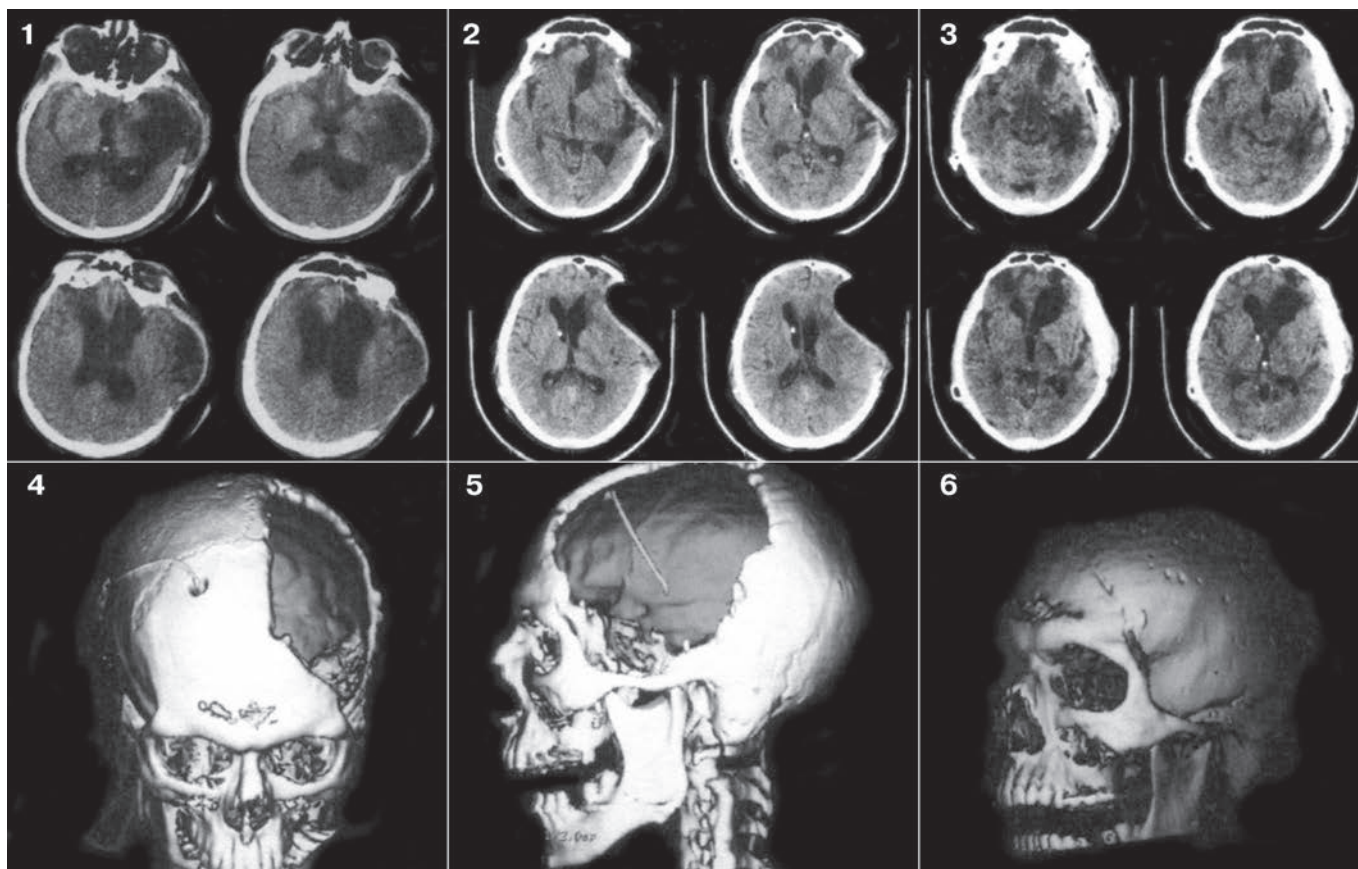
КТ больного с посттравматической гидроцефалией (1 — выраженное расширение желудочковой системы, отсутствие субарахноидальных щелей по конвексу, перивентрикулярный отек с преимущественной локализацией в области передних рогов боковых желудочков, посттравматическое менингоэнцефалоцеле); 2, 4, 5 — КТ, 3D КТ после проведения шунтирующей операции — программируемая шунтирующая система, уровень низкого давления (нормализация размеров желудочковой системы, выраженное западение в области посттравматического костного дефекта), визуализация элементов шунтирующей системы по данным 3D КТ; 3, 6 — КТ, 3D КТ после пластической реконструкции обширного костного дефекта (методы компьютерного моделирования и лазерной стереолитографии).
